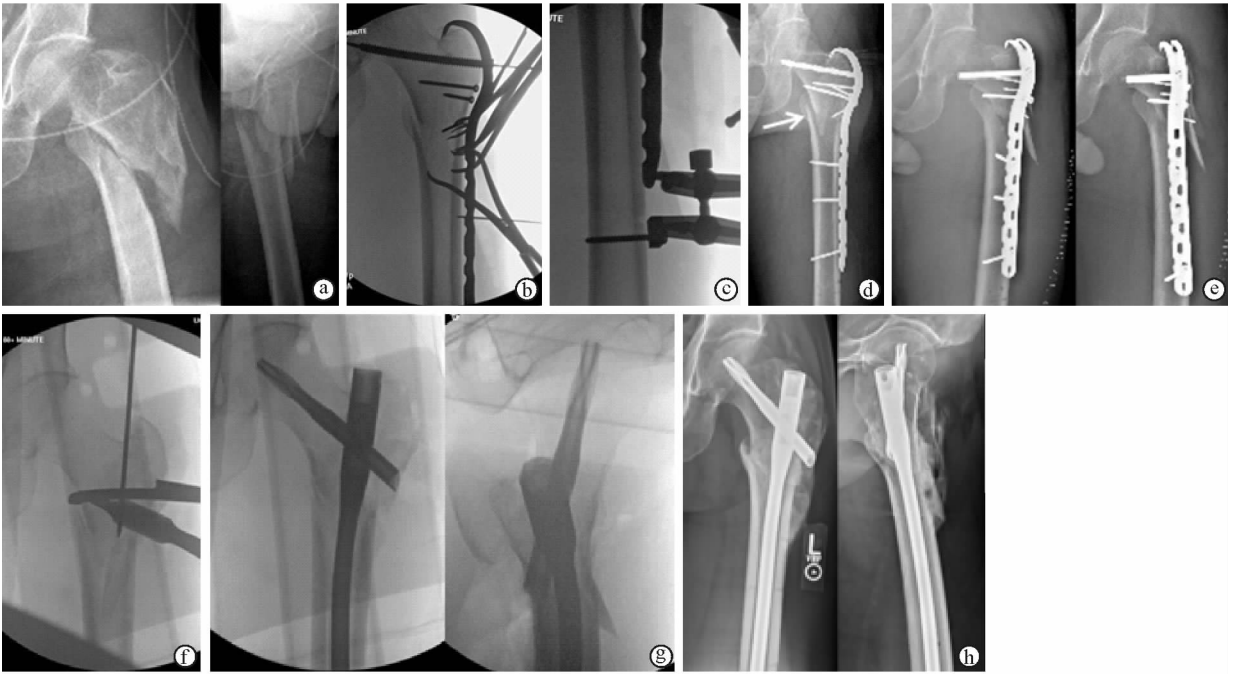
股骨近端粉碎性骨折钢板固定失效后改用髓内钉固定 a. 术前正侧位X线片显示左股骨转子间粉碎性骨折且明显移位 b. 切开复位钢板固定术中透视影像显示小骨片复位、螺钉固定,带钩的股骨近端钢板安置到位,近端用空心钉固定 c. 骨干上安装加压器 d. 术后X线片显示骨折复位固定方式和结果,白箭头显示内侧皮质重叠,支撑丧失 e. 术后X线片显示内固定失效 f. 翻修术中透视影像显示钢板拆除后用复位钳维持复位,打入导针 g. 髓内钉固定完成时正侧位透视影像 h. 骨折愈合时正侧位X线片
